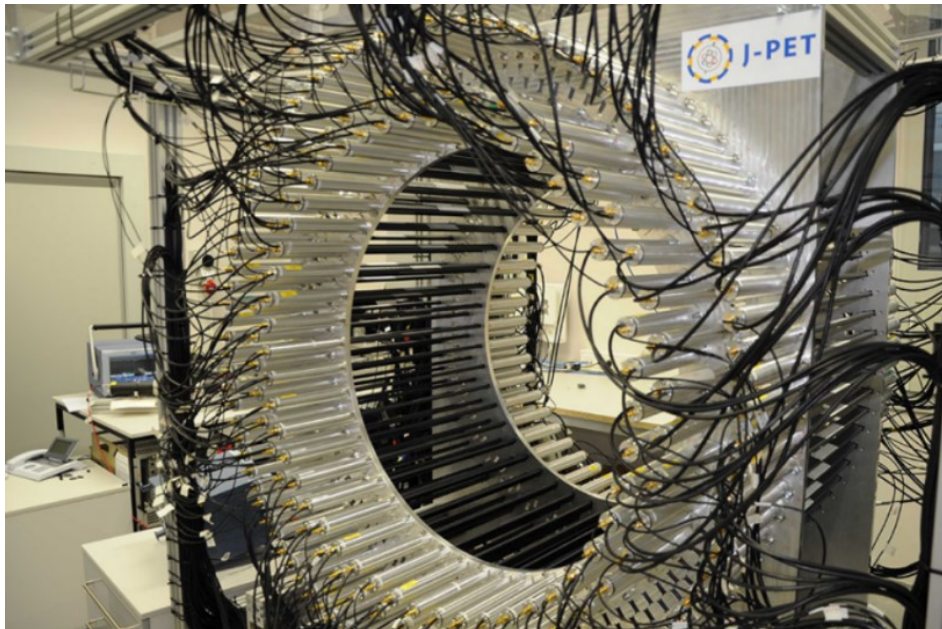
Primo prototipo in scala reale del rivelatore J-PET, costituito da tre strati cilindrici di strisce scintillanti plastiche BC-404 (in nero) con dimensione di $7 \times 19 \times 500 \text{ mm}^3$ e fotomoltiplicatori a tubi a vuoto Hamamatsu R9800 (in grigio). I segnali provenienti dai fotomoltiplicatori vengono campionati nel dominio della tensione a quattro soglie con una precisione temporale di 30 ps [25].*
